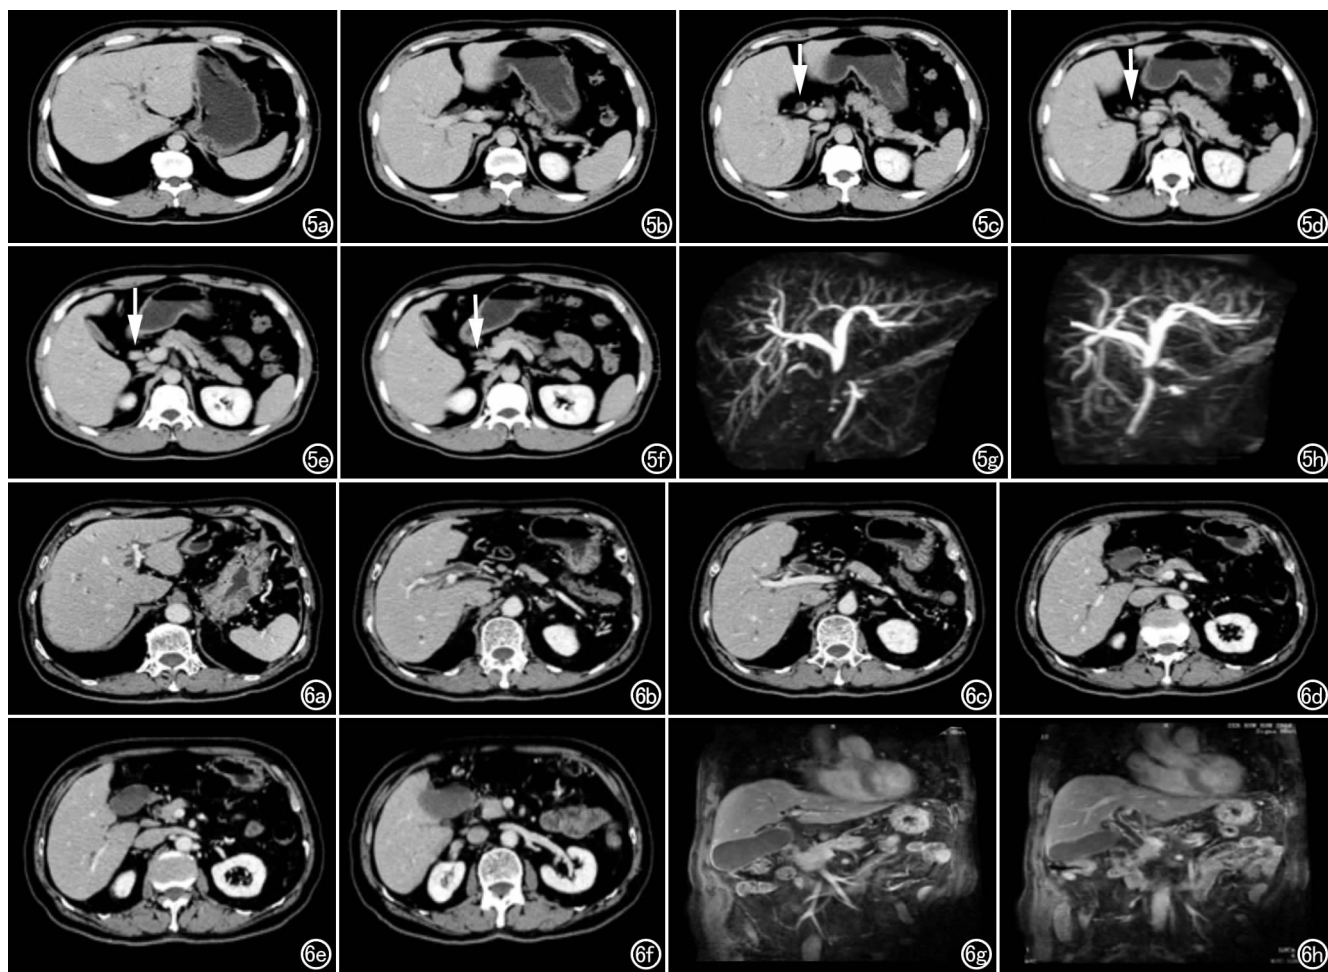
患者,男,37 岁,因梗阻性黄疸就诊,IgG4 相关硬化性胆管炎(局限性壁内肿块型)。a)增强 CT 示肝内胆管轻度扩张;b)肝门部胆管稍扩张;c、d)胆总管中段内侧壁逐渐增厚(箭),胰腺正常;e)向腔内形成肿块(箭),阻塞管腔;f)肿块远端又见正常胆管(箭);g、h)MRCP 不同角度显示胆总管中段局限性管腔中断、断端两侧胆管呈喙突状变细;中断近端胆管扩张,中断远端胆总管管径正常。图 6 患者,男,82 岁,因黄疸就诊,IgG4 相关硬化性胆管炎(弥漫性胆管壁增厚型)。a~d)增强 CT 示肝内外胆管壁弥漫性增厚,扩张,胰腺正常;e~f)胆囊增大,胆总管下端狭窄;g)增强 MRI 冠状面示胆囊壁弥漫增厚,胆囊增大;h)肝内外胆管壁增厚、胆管扩张,胆总管下端狭窄。
